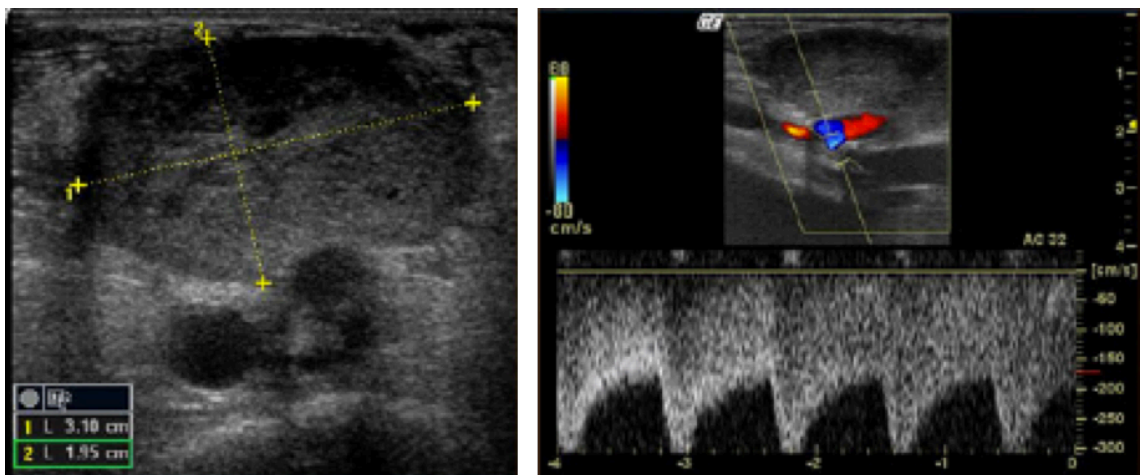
Échodoppler Mode B, couleur et pulsé d'une FAV huméro-céphalique montrant un hématome compressif [50]
